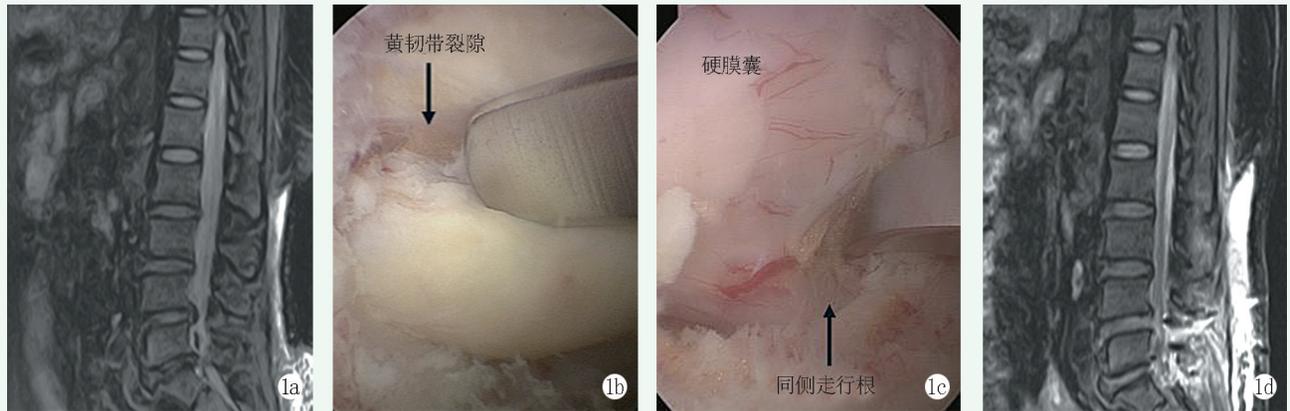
患者，女，56 岁，诊断 L_{4/5} 腰椎间盘突出，行 UBE 椎间盘切除 1a: 术前 MRI 矢状面，见 L₄₋₅ 椎间盘突出，压迫硬膜囊和神经根，L₅S₁ 椎间盘退变 1b: UBE 镜下显露黄韧带裂隙 1c: 镜下切除黄韧带后显露硬膜囊和同侧走行根 1d: UBE 椎间盘切除术后 12 个月 MRI 示压迫解除，突出消失
